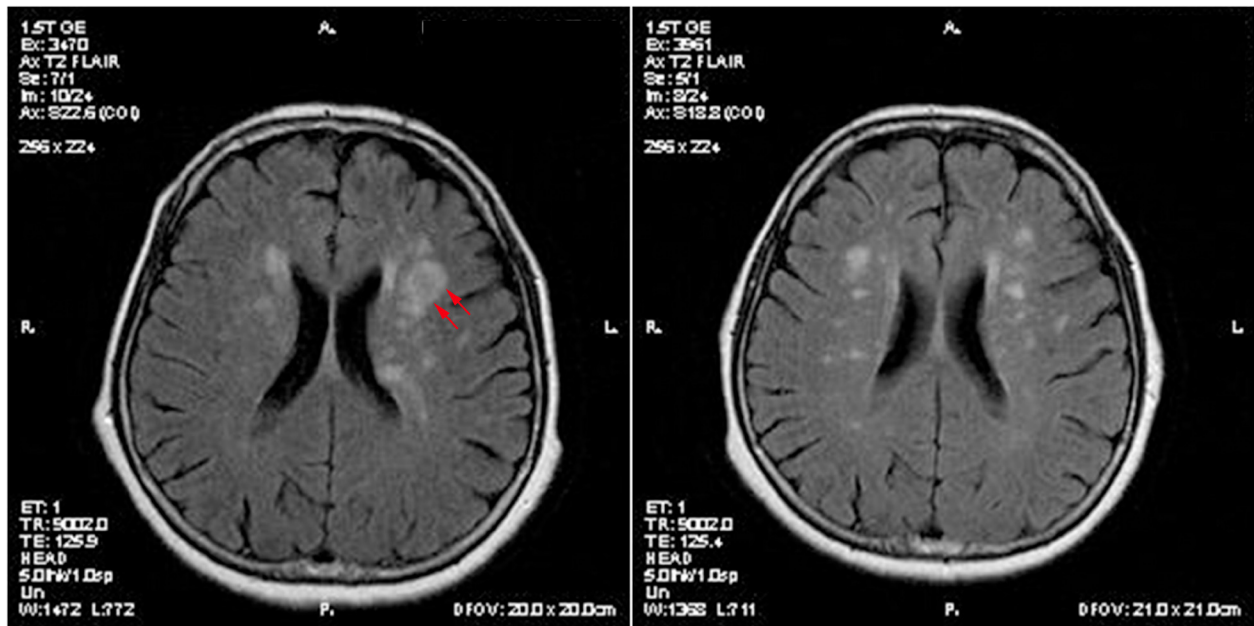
MRI indexes of the brain before (on the left) and after (on the right) PTA
